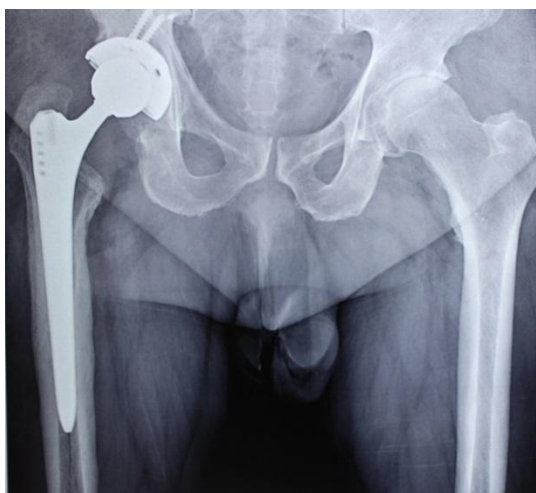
Обзорная рентгенограмма таза после удаления АБ спейсера, реЭП правого ТБС от 16.11.2016 г.
